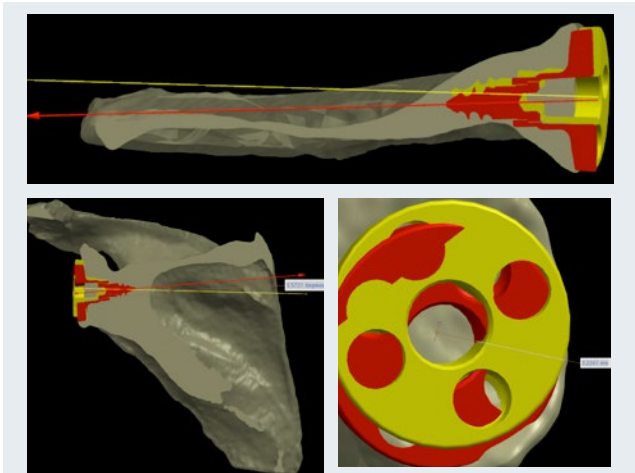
postoperative CT-Kontrolle zur Überprüfung der Präzision (rot: Planung, gelb: Implantation)
